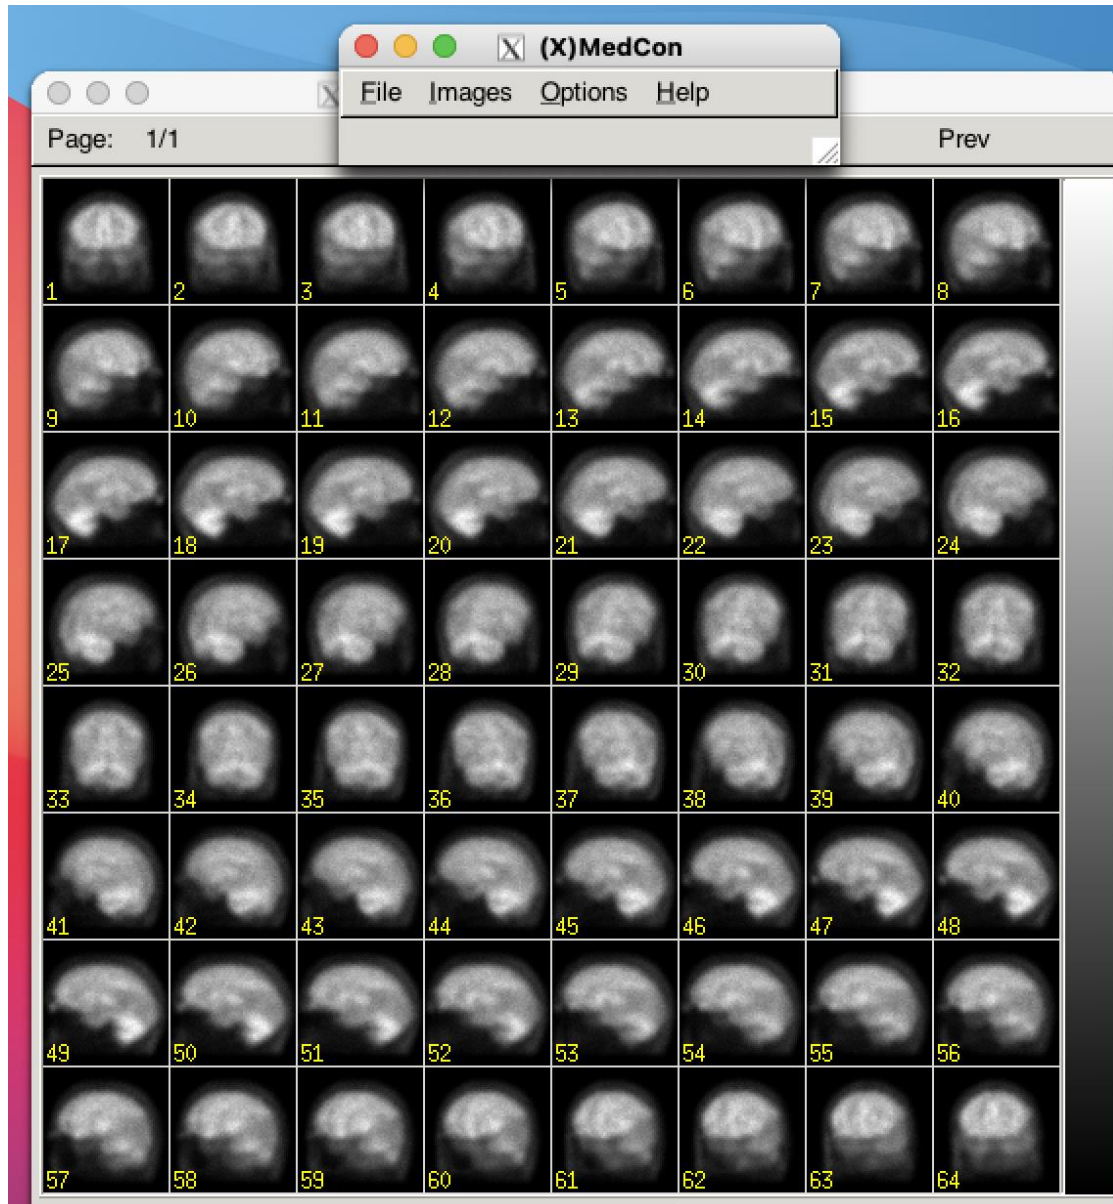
Con Xmedcon, se puede abrir el archivo *.h00 que muestra las proyecciones producto de la simulación de un estudio SPECT, en el ejemplo, de cerebro. El archivo *.h00 le indica a Xmedcon que las imágenes están en el archivo *.a00 y las características de las mismas (matriz, profundidad etc)
